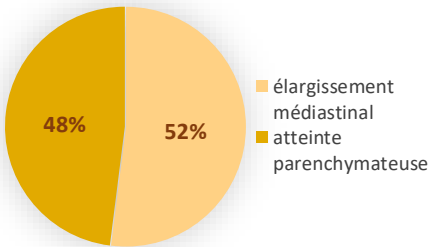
les anomalies retrouvées dans la radiographie thoracique
